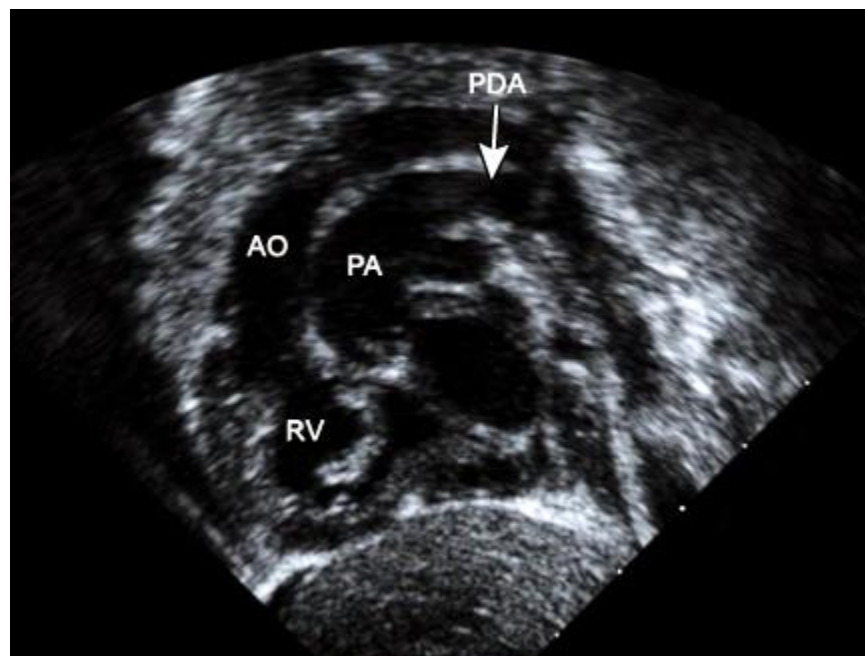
Eje subcostal por ecocardiografía bidimensional demuestra una arteria con las ramas pulmonares saliendo del ventrículo posterior e izquierdo y aorta del ventrículo anterior e derecho. AO: aorta; RV: ventrículo derecho; PA: arteria pulmonar; PDA: persistencia de conducto arterioso.
